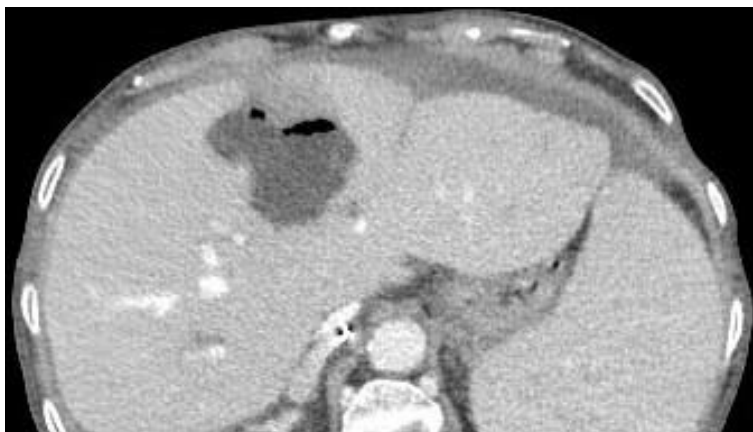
Tomografía computarizada que muestra un bilioma intrahepático.
